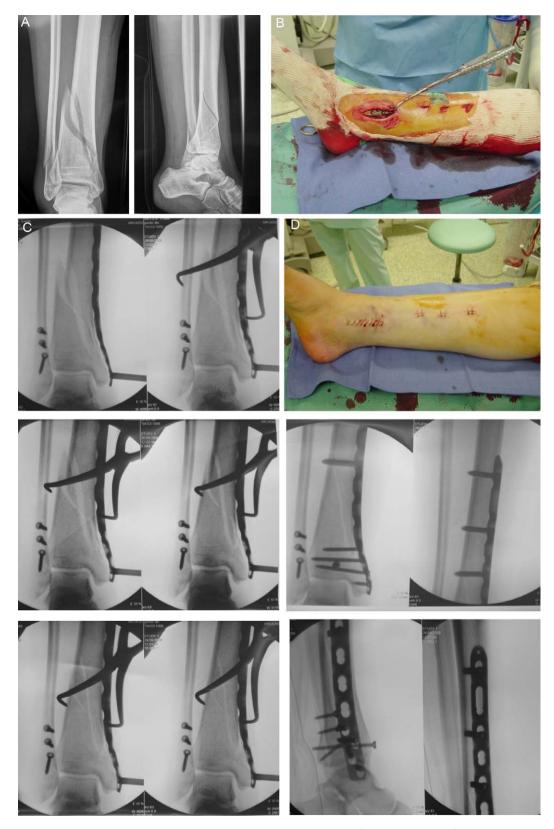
Exemple d'une fracture distale des deux os de la jambe droite. Réduction percutanée par davier. A. Radiographie préopératoire de face et de profil. B. Vue peropératoire des voies mini-invasives tibiales médiales avec contrôle de la fracture par un davier. C. Images peropératoires de face: fermeture progressive de la spire grâce à l'utilisation du davier pointu. D. Images peropératoires finales: aspect scopique et macroscopique.
